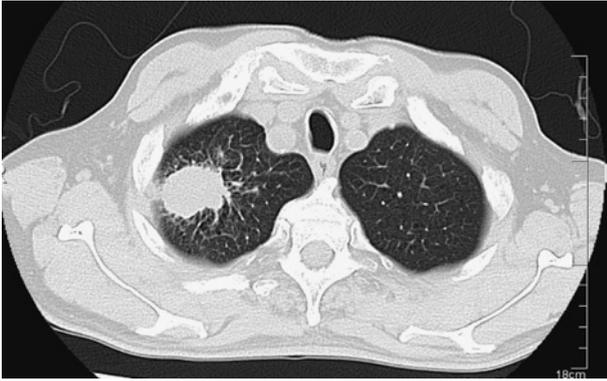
胸部CTでは右肺S1に53×38mm大の辺縁不明瞭な腫瘤陰影を認める。
